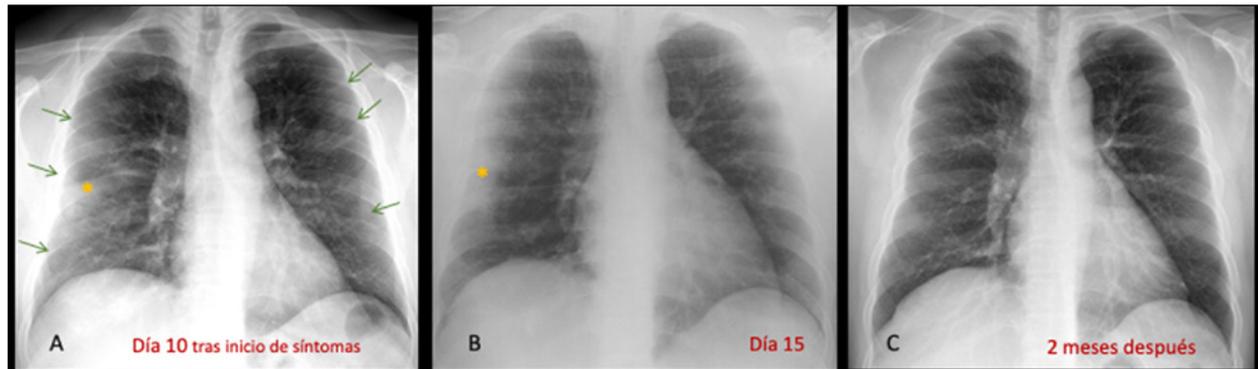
Varón de 48 años con fiebre, tos, cefalea. Afectación pulmonar por SARS-CoV-2. Radiografías de tórax. A. Basal (urgencias). Opacidades tenues bilaterales centrales y periféricas (flechas), en campos superiores, medios e inferior parcheada con consolidación periférica en campo medio derecho (asterisco). Conclusión: Muy probable COVID-19. Afectación parcheada extensa. Enfermedad en fase de progresión. B. Control previo al alta hospitalaria. Resolución de las opacidades tenues, persistencia de la consolidación periférica en campo medio derecho (asterisco). Ausencia de progresión. C. Control desde consultas externas. Resolución de las opacidades; RX tórax normal.
